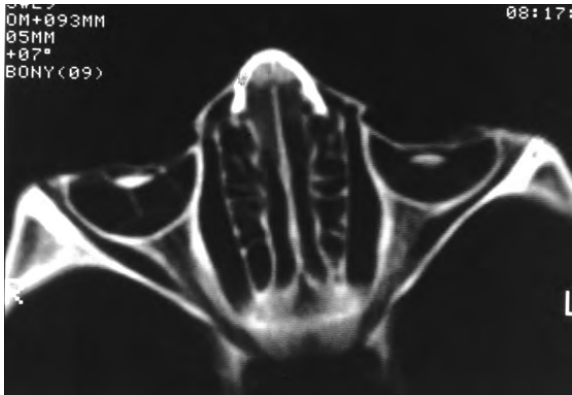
TC, tall horitzontal que passa pels globus oculars i permet veure la seva retracció, el cristal·lí conservat i es veu el nervi òptic. També es veuen les cel·les etmoïdals.
